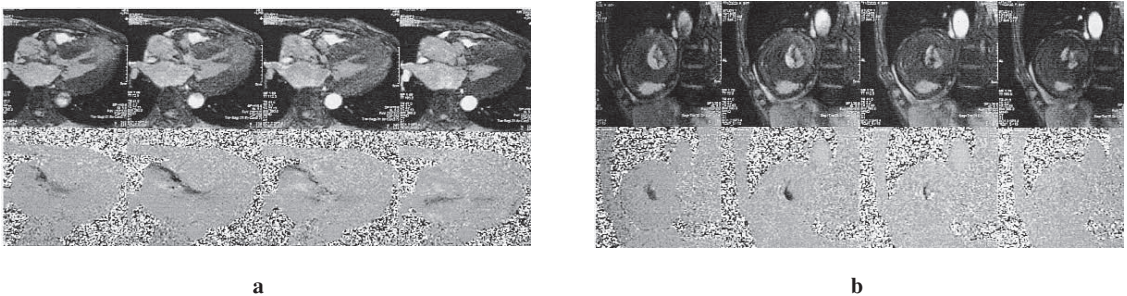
Cardiac MRI velocity encoded images in each cardiac cycle; long axis image (a) and short axis image (b).
